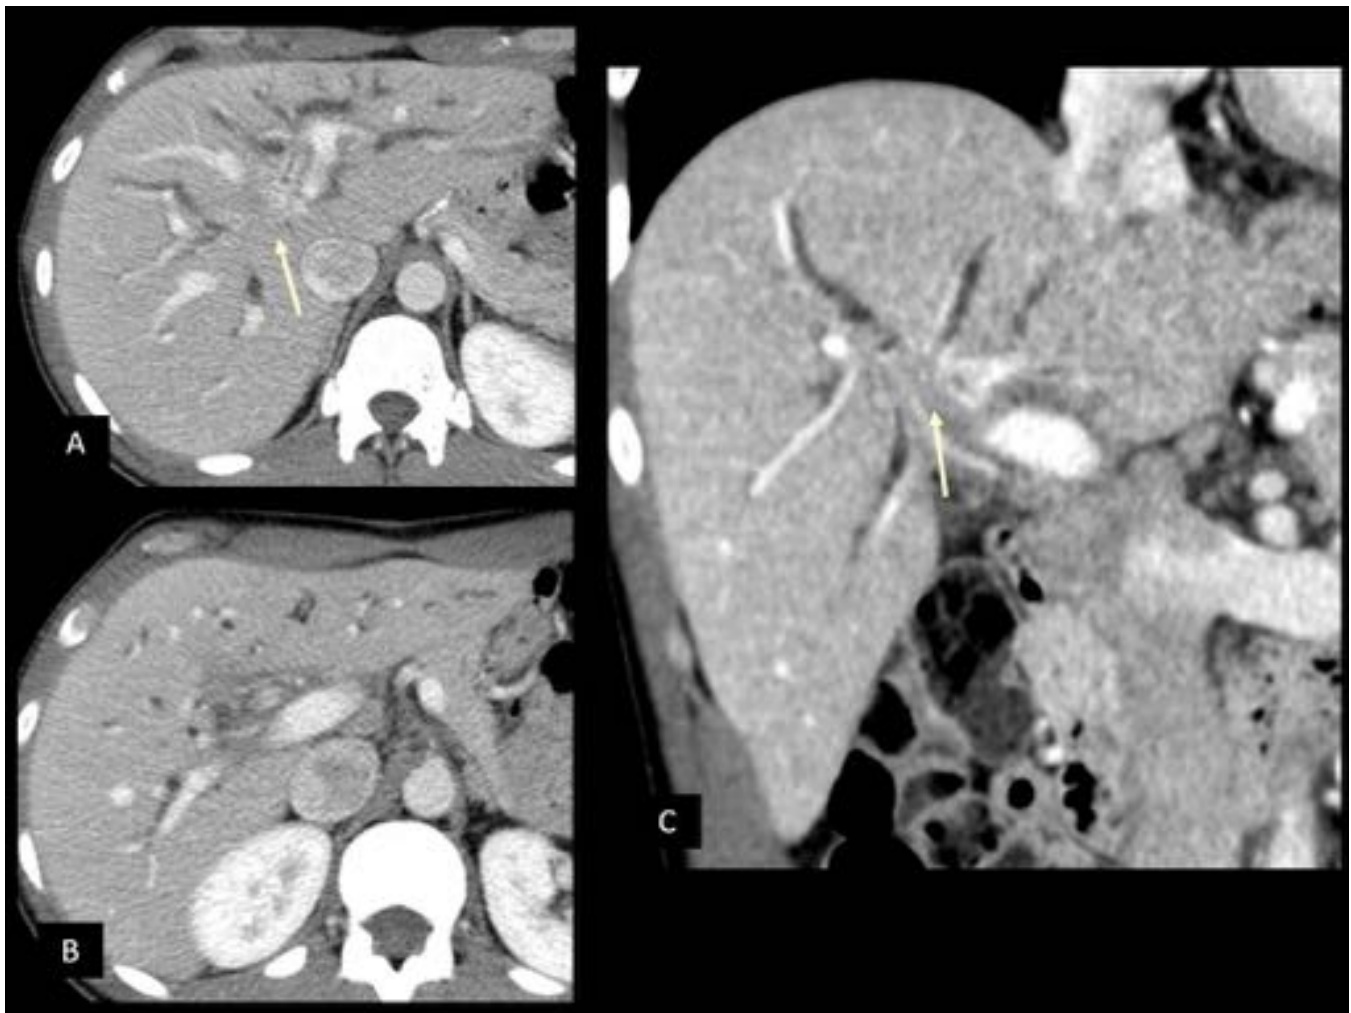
Sarcoidosis biliar. Imágenes de hígado en planos axiales (A y B) y coronal (C) de TC con contraste donde se observa dilatación de la vía biliar intrahepática condicionada por una masa peribiliar que afecta la confluencia con realce de la pared de los conductos hepáticos principales (flechas).
